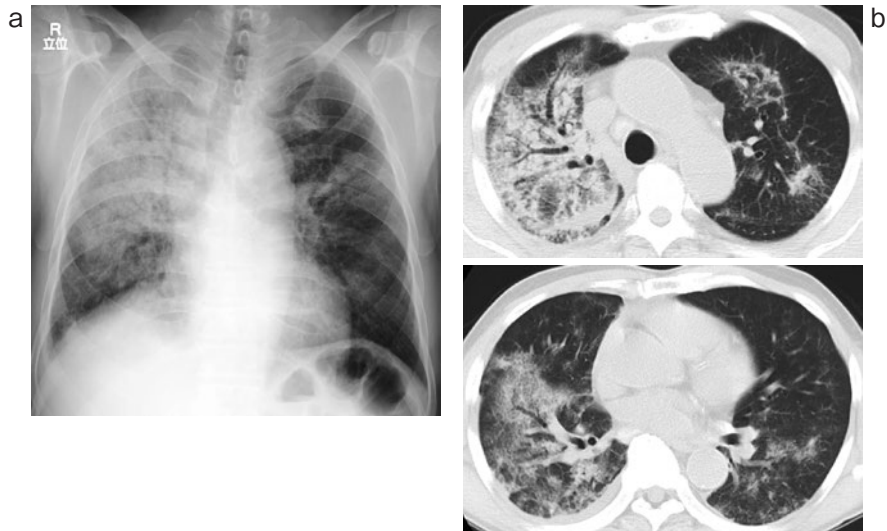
(a) 胸部 X 線写真. 右上中肺野優位にすりガラス様陰影と air bronchogram を伴う浸潤影を認め、気管の右方偏位、右肺野の縮小の所見を認めた. (b) 胸部 CT. 右肺優位に牽引性気管支拡張症を伴う浸潤影とすりガラス様陰影を認め、胸膜直下は比較的スベアされていた.
